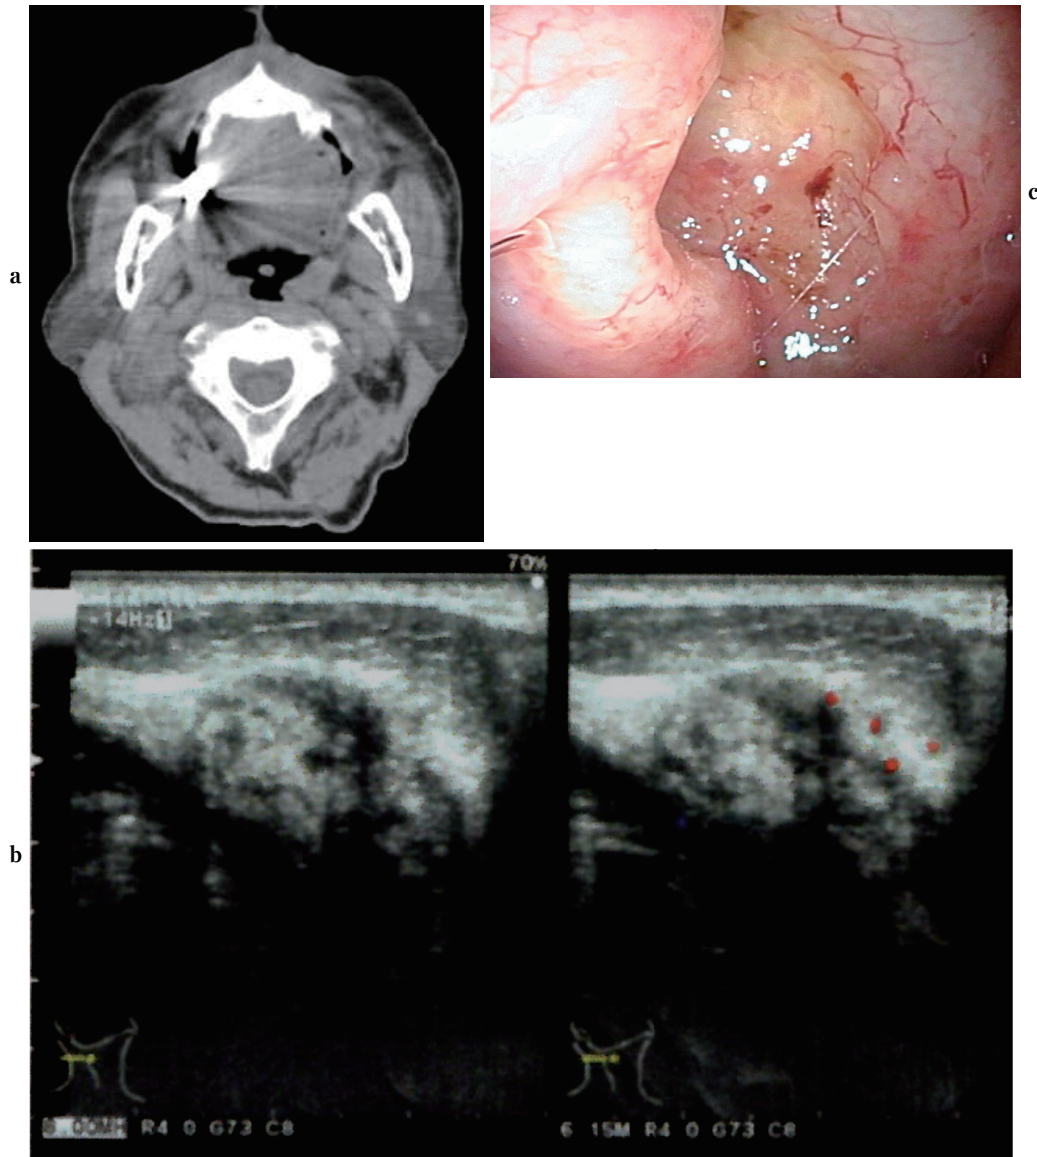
a) Contrast enhanced CT showed a 20-mm mass in the right posterior neck. b) Cervical echo showed an irregularly marginal and internally uneven nodule in the right posterior neck. c) Nasopharyngeal fiberoptic showed an uplifting lesion in the epipharynx.
